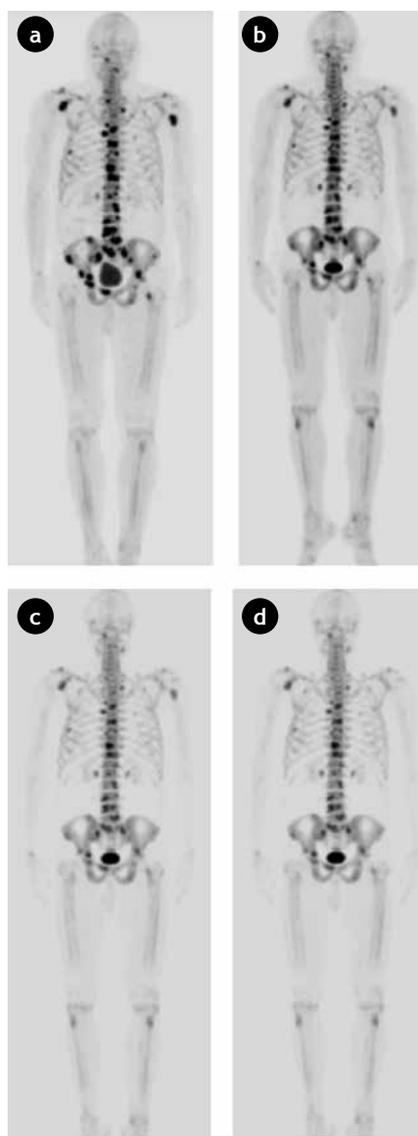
(a) PET/CT (NaF-18) basal; (b) PET/CT (NaF-18) posterior a la segunda dosis de Radio-223, (c) PET/CT (NaF-18) posterior la cuarta dosis; (d) PET/CT (NaF-18) al concluir el tratamiento.
